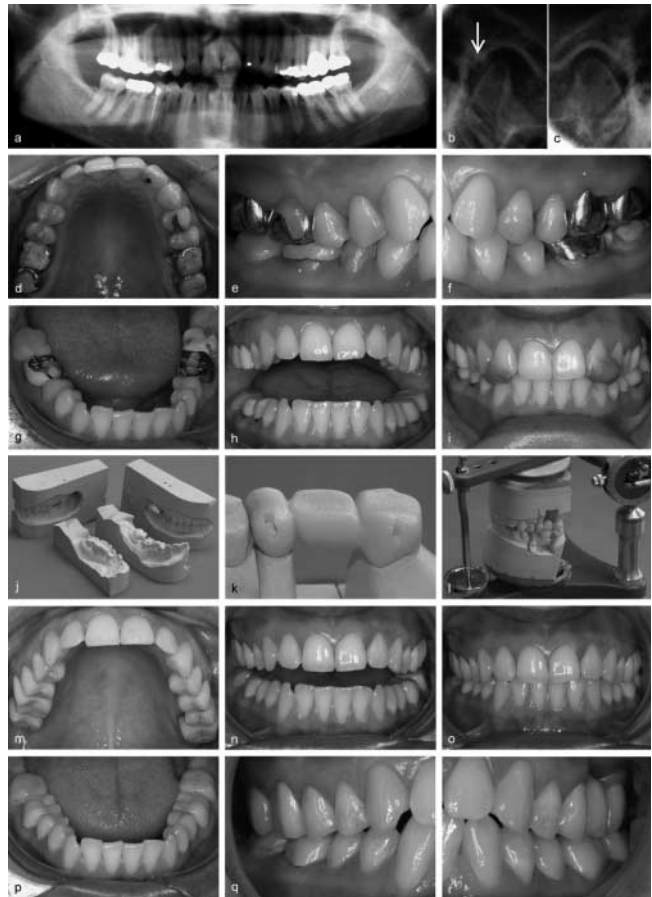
a–r Definitive Umsetzung einer therapeutischen Schlussbissposition nach mehrmonatiger funktioneller Erprobung der einzelnen Phasen (26-jährige Patientin). a Ausgangssituation im Röntgenbild (Alter der Kronen ca. 2 J.). Knacken im Kiefergelenk rechts, Schmerzen im Bereich der Kiefergelenke rechts/links, vor allem bei Zubiss; im Schlussbiss ausgeprägte Frontkontakte. b Schulter-Aufnahmen rechts und links – im Seitenvergleich Verdacht auf Retralverlagerung Kondylus rechts (Pfeil). d–g Semi-permanente Adjustierung der therapeutischen Schlussbissposition mit Kunststoffaufbauten direkt im Mund (nach Abschluss funktioneller Erprobung mit herausnehmbaren Schienen und physiotherapeutischer Begleitung). h, i, k, l Umsetzung der Schlussbissposition und der artikulären Führungsparameter (nach funktioneller Erprobung mit provisorische Kronen/Brücken). j Im Vergleich alter Modellsatz für Kronenherstellung (ohne Kommentar). m–r Nach Eingliederung der definitiven Kronen und Brücken.
